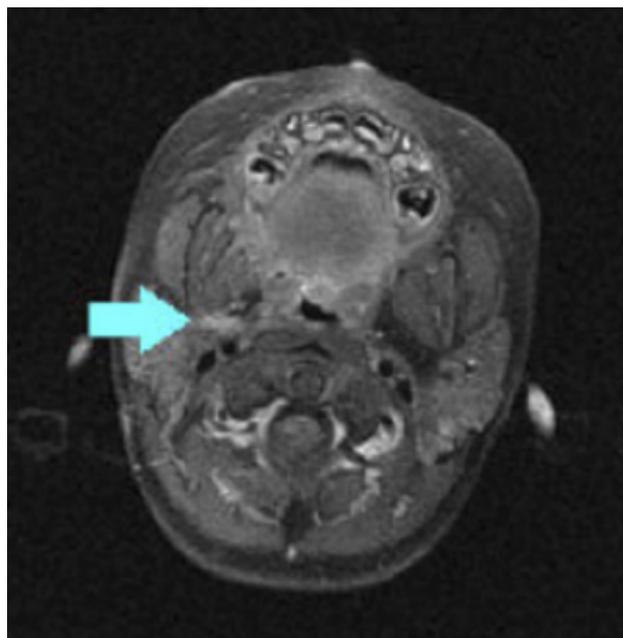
RMN 6 meses después de la cirugía. Aún en tratamiento quimioterápico. Se observa el resto tumoral posterior al ángulo mandibular derecho de 7 x 5 mm de tamaño, anterior a los grandes vasos.
